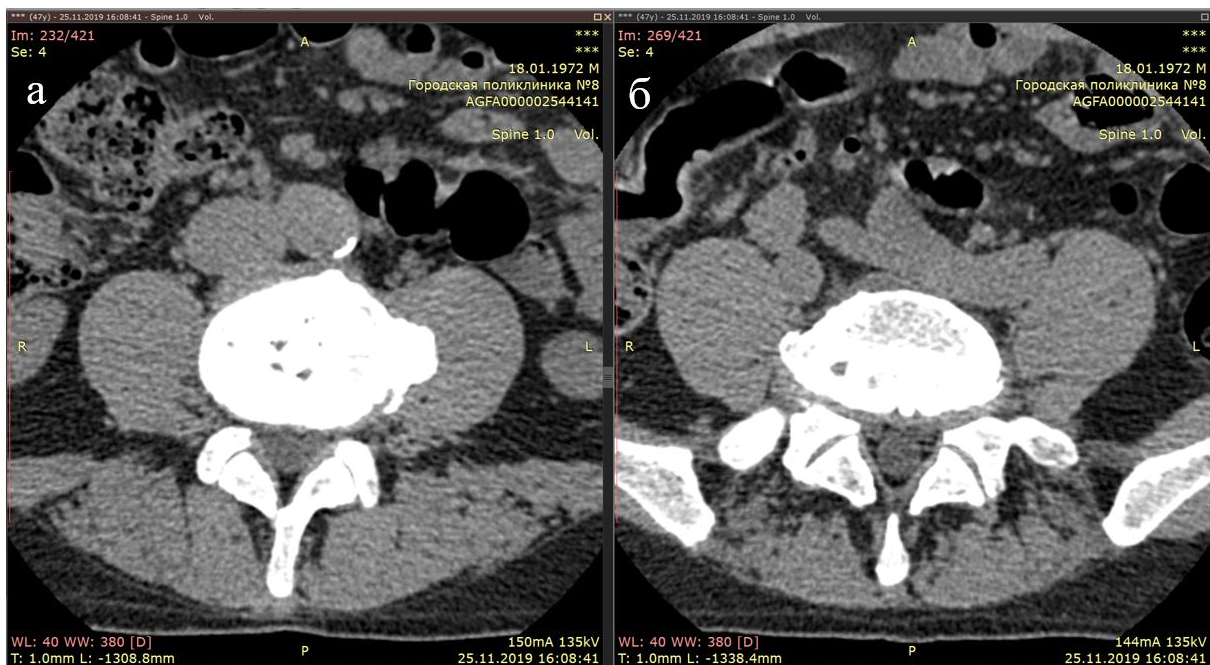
КТ пояснично-крестцового отдела позвоночника пациента З., мягкотканый режим (а – аксиальный срез на уровне L4-L5, в – аксиальный срез на уровне L5-S1)
